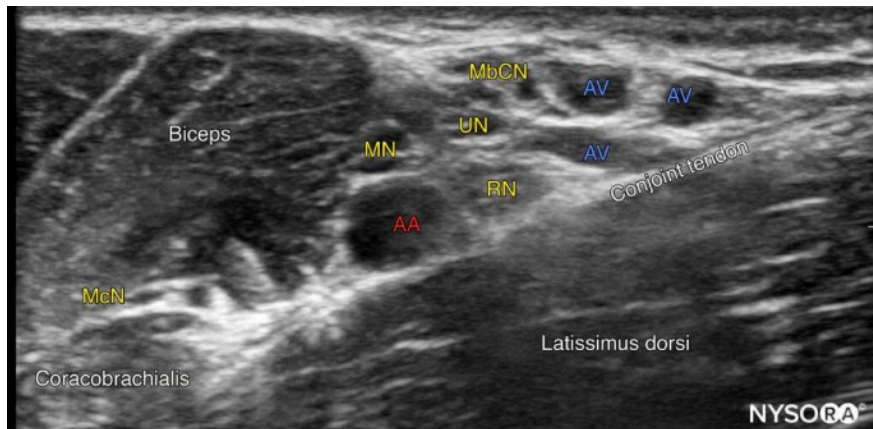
Anatomía ultrasonográfica del plexo braquial a nivel axilar. McN, nervio musculocutáneo; AA, arteria axilar; MN, nervio mediano; UN, nervio ulnar; RN, nervio radial. NYSORA.
